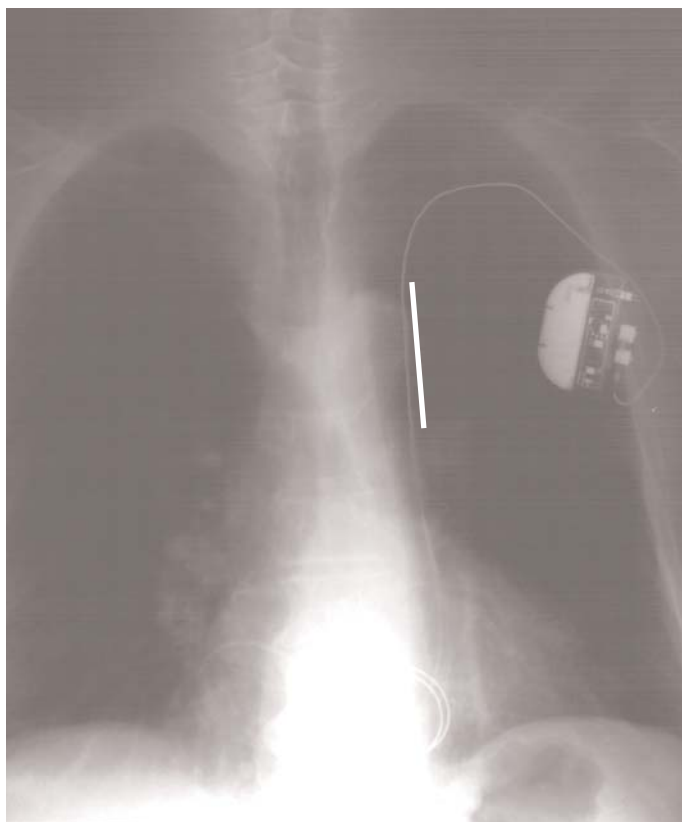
Radiografía PA torax. VCSI persistente, con cable de estimulación. Marcado con línea contorno vascular en el mediastino alto izquierdo correspondiente a la VCSI y en el lado opuesto ausencia de la sombra vascular de la cava superior
